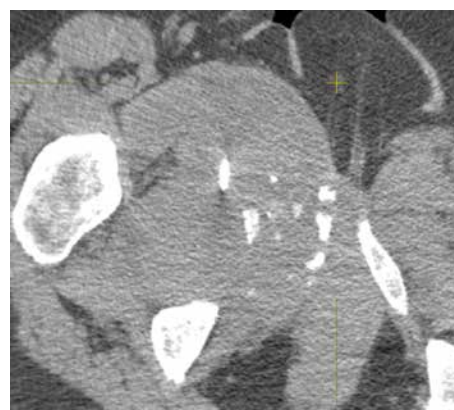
Компьютерная томограмма области забора материала (зоны некроза опухоли) пациентки Т., 54 лет
